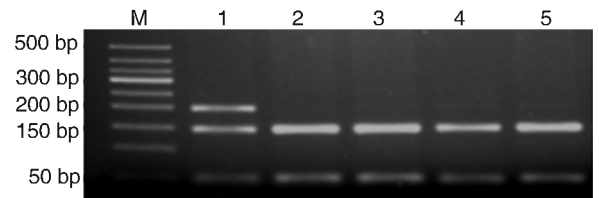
GPX-1 基因 599C/T 多态性酶切后电泳图 M 为 DNA-Marker, 1 为 CT 型, 2, 3, 4, 5 为 CC 型。
